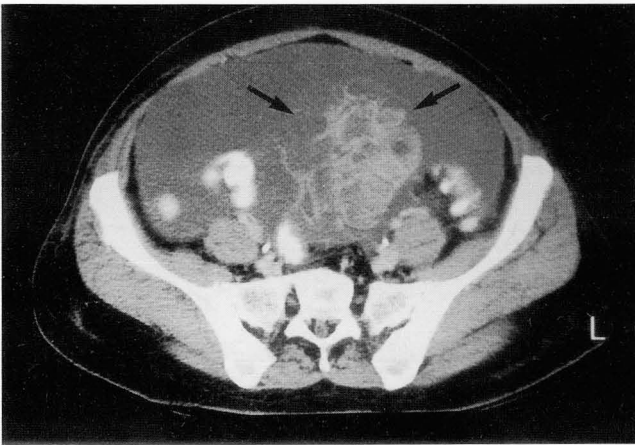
A 38-year-old woman with abdominal pain and distension for two months (predominantly solid type). Contrast enhanced lower abdominal CT shows a large, multiseptated complex cystic mass in the left ovary with mainly solid portion and irregular septa (arrows). Large amount of ascites is seen.
